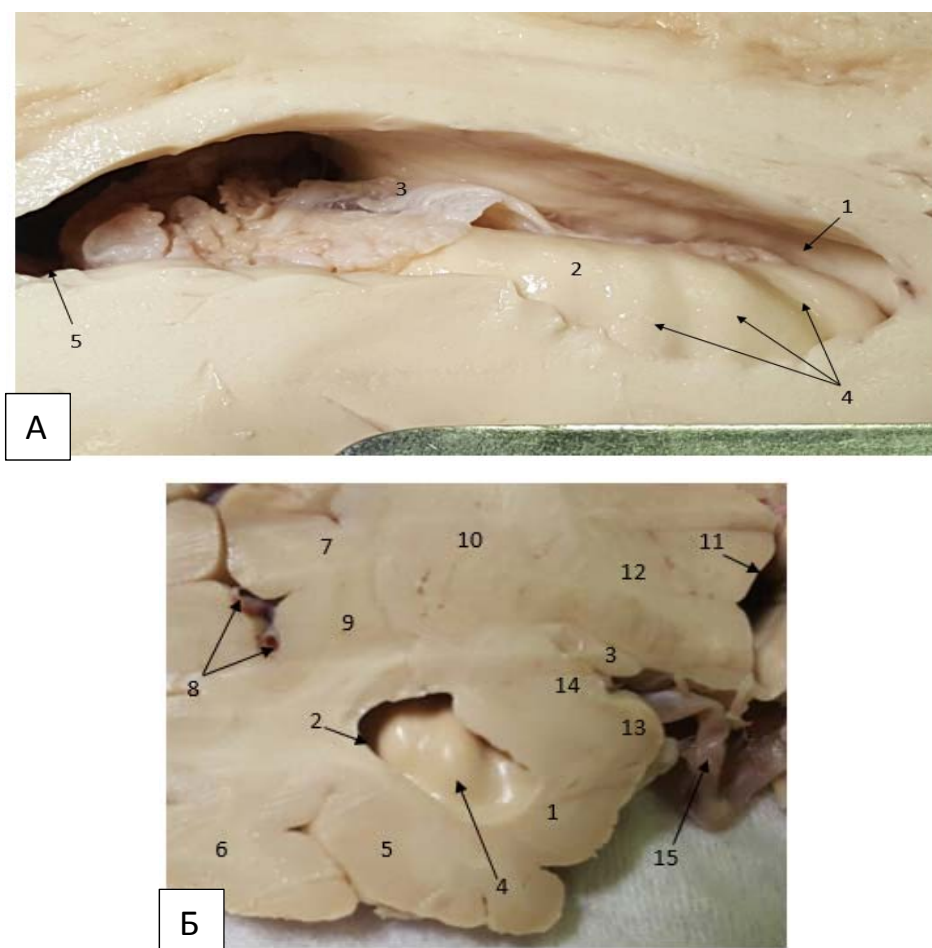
А- Сагиттальный срез вид с латеральной стороны. 1- амигдала, 2- гиппокамп, 3- сосудистое сплетение, 4- пальцевые вдавления гиппокампа, 5- височный рог. Б- Коронарный срез: 1- парагиппокампальная извилина, 2- височный рог, 3- зрительный тракт, 4- пальцевые вдавления головки гиппокампа, 5- фузиформная извилина, 6- нижняя височная извилина, 7- островковая доля, 8- ветви средней мозговой артерии, 9- ограда, 10- 11- третий желудочек, 12-, 13- охватывающая извилина, 14- амигдала, 15- базальная артерия
